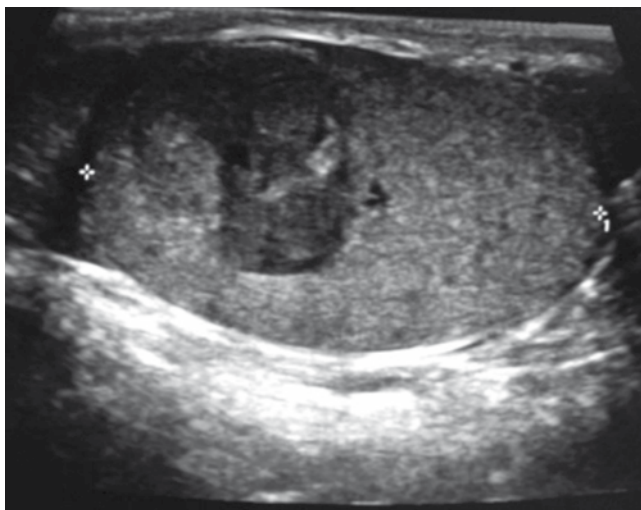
Caso 2. Ultrasonido escrotal que muestra tumoración intratesticular derecha de 1.5 cm de diámetro.
